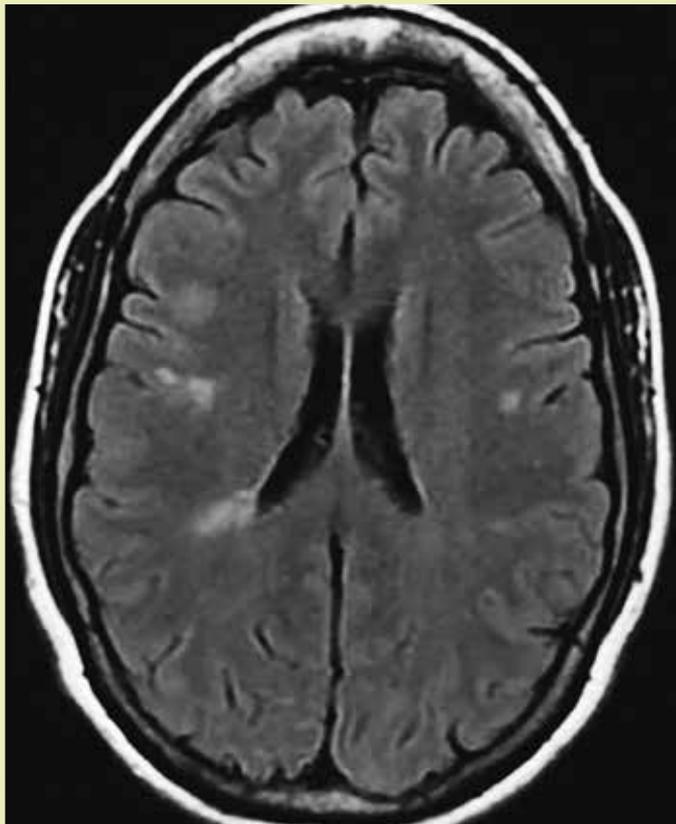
Resonancia magnética de cráneo de un paciente con EM. Se observan lesiones hiperintensas (blancas) típicas de EM
